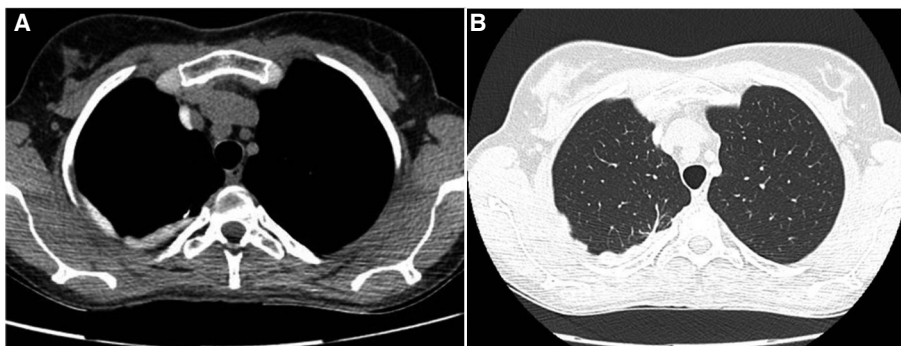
TC de tórax a los 6 meses postoperatorios: Sin evidencia de neumotórax. Se puede observar engrosamiento pleural derecho y opacidades subpleurales (flechas rojas). A: Ventana mediastinal. B: Ventana pulmonar
